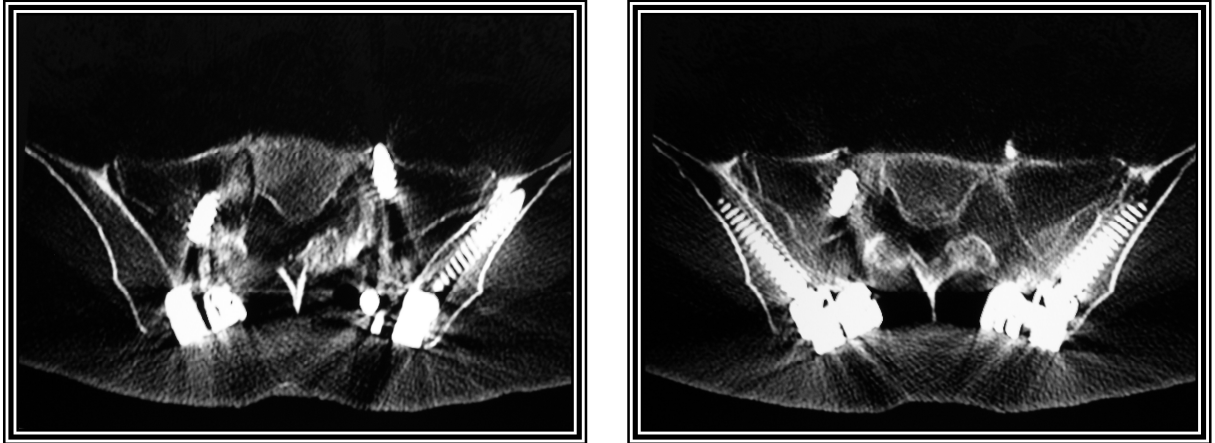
Tomografía axial computada con cortes sacro iliacos en los cuales se observa la colocación adecuada de tornillos hacia la cresta iliaca postero-superior.
